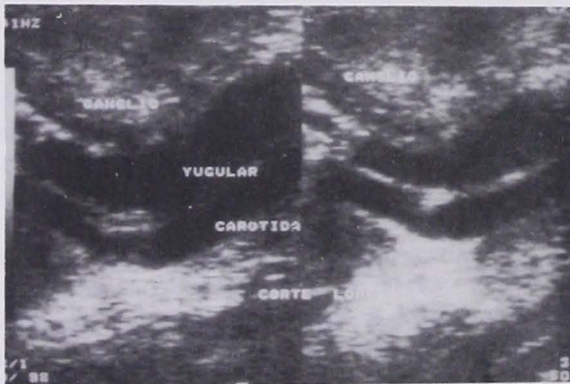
Ultrasonido de cuello del mismo paciente que en la figura 1. Se observan dos masa hiperecoicas densas, no quísticas junto al paquete vasculonervioso en ambos hemicuellos.
